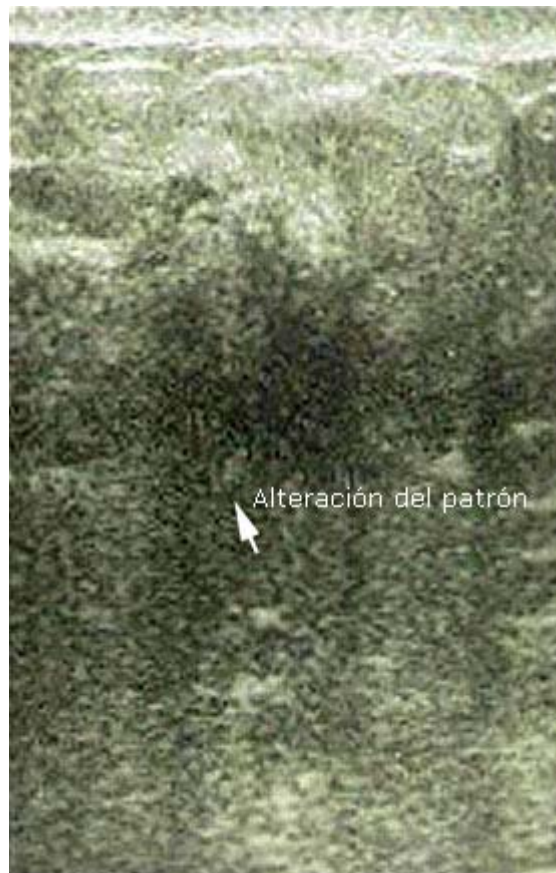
Ultrasonido de la mama.
